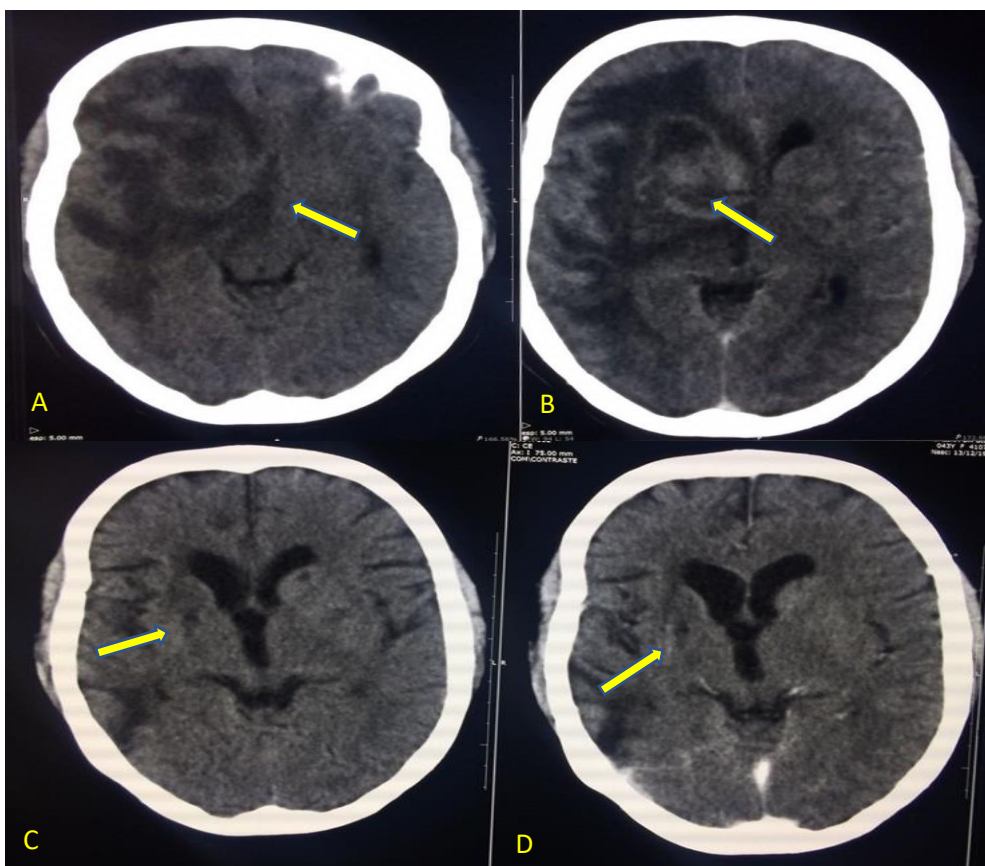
TC de crânio sem contraste (A) e com contraste (B) no momento do diagnóstico da toxoplasmose cerebral e TC sem contraste (C) e com contraste (D) após tratamento com sulfametoxazol/trimetoprim. As quatro imagens são do mesmo paciente. As setas apontam em A e B, lesão nodular, com realce periférico irregular após injeção de contraste endovenoso e importante edema perilesional na região capsulo-nuclear à direita. Nas imagens C e D, após tratamento, houve regressão da lesão mantendo pequena gliose.
